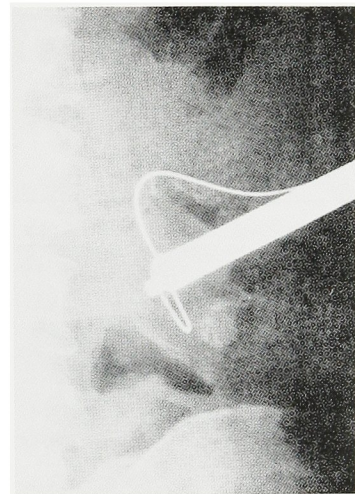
c. 下腎林内の砂状結石を残し、大結石の碎石終了時の単純X線像
